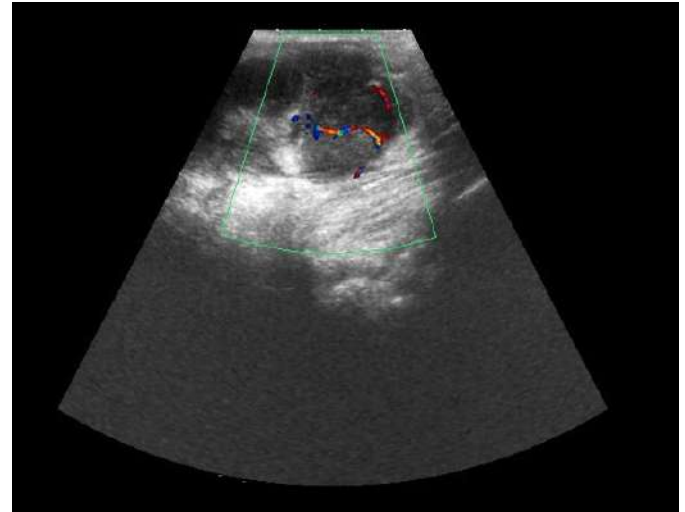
Ecografia do pescoço e glândula tiroideia com avaliação por eco-Doppler. Vascularização nodular ligeira.
